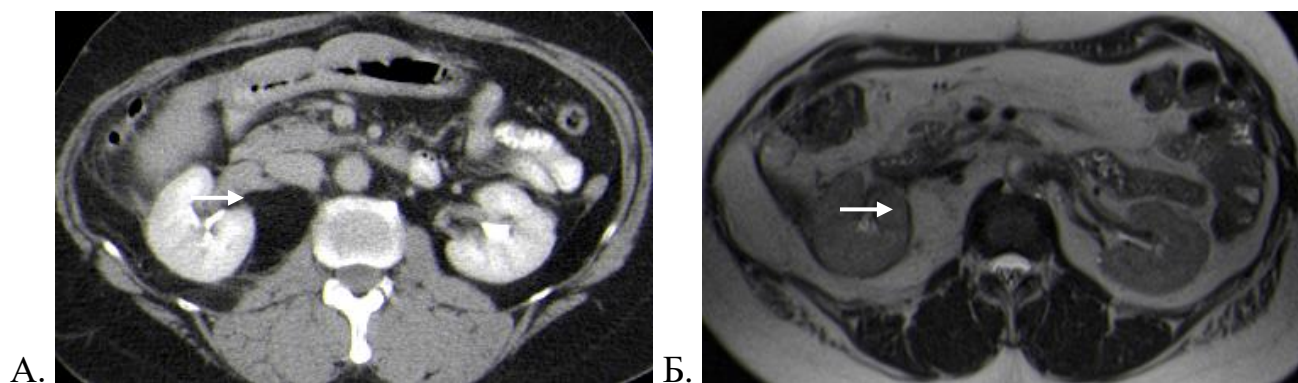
Аксиальные рентгеновские компьютерные (А) и МР-томограммы малого таза (Б) женщины 56 лет с рецидивом высокодифференцированной ЛС
